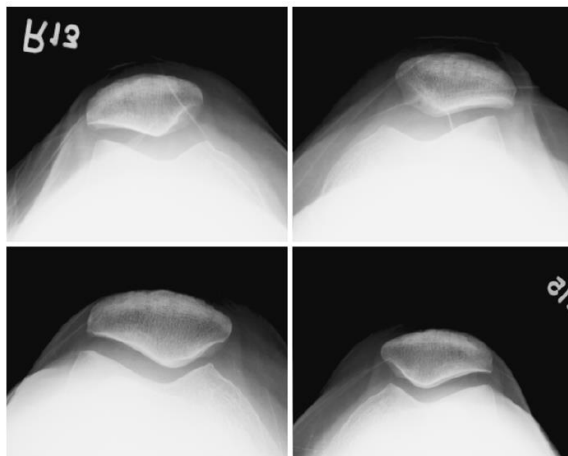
Radiografías axiales de rótula bilaterales (Artículo original).
